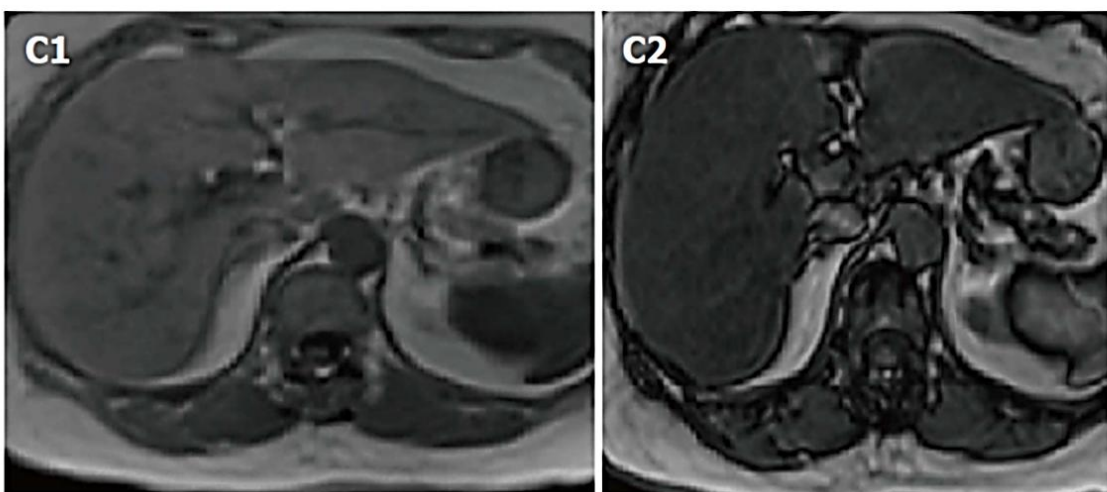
МРТ печени при стеатозе: магнитно-резонансный сигнал имеет четкое снижение сигнала от фазы (C1) к последовательности фаз (C2)
